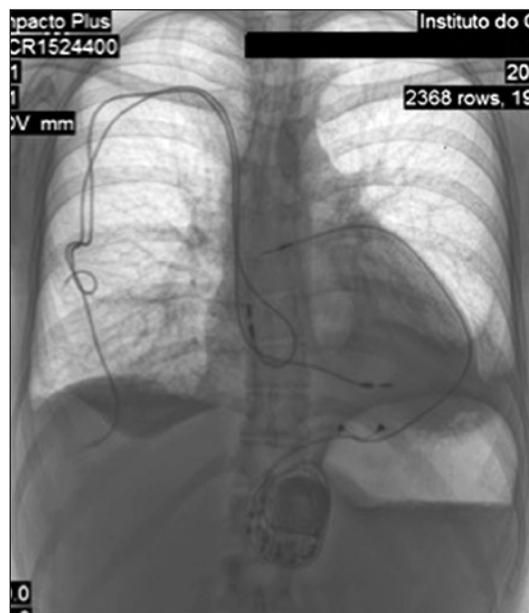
Radiografia simples do tórax em projeção pósterio-anterior, demonstrando o sistema atrioventricular epicárdico implantado pelo acesso subxifoide e os cabos-eletrodos transvenosos abandonados na loja antiga com os conectores já amputados.
